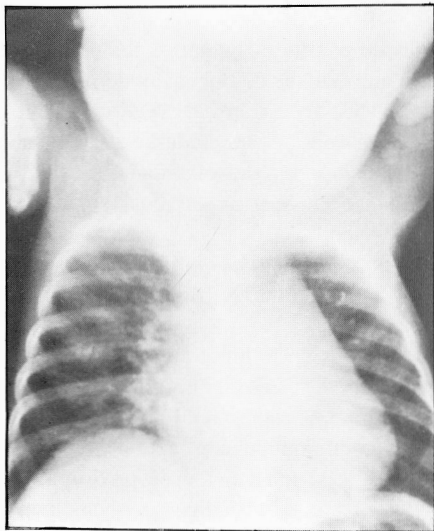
Radiografia do tórax – elevação da hemicúpula direita.
